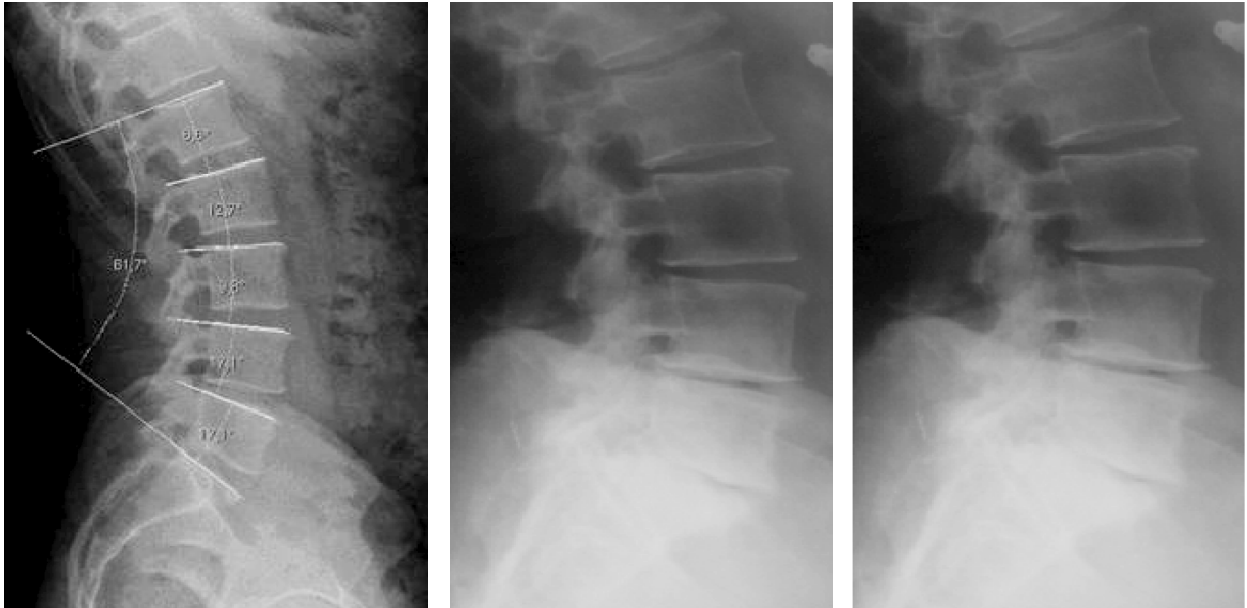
Рентгенограмометричні виміри, які можна провести вручну або за допомогою відповідного програмного забезпечення цифрового рентгенівського апарата. Функціональні спондилограми поперекового відділу хребта хв. П., 52 років з полісегментарним остеохондрозом, наявністю фіброзу дисків в сегментах L4-L5, L5-S1, звуженням хребетного каналу.
